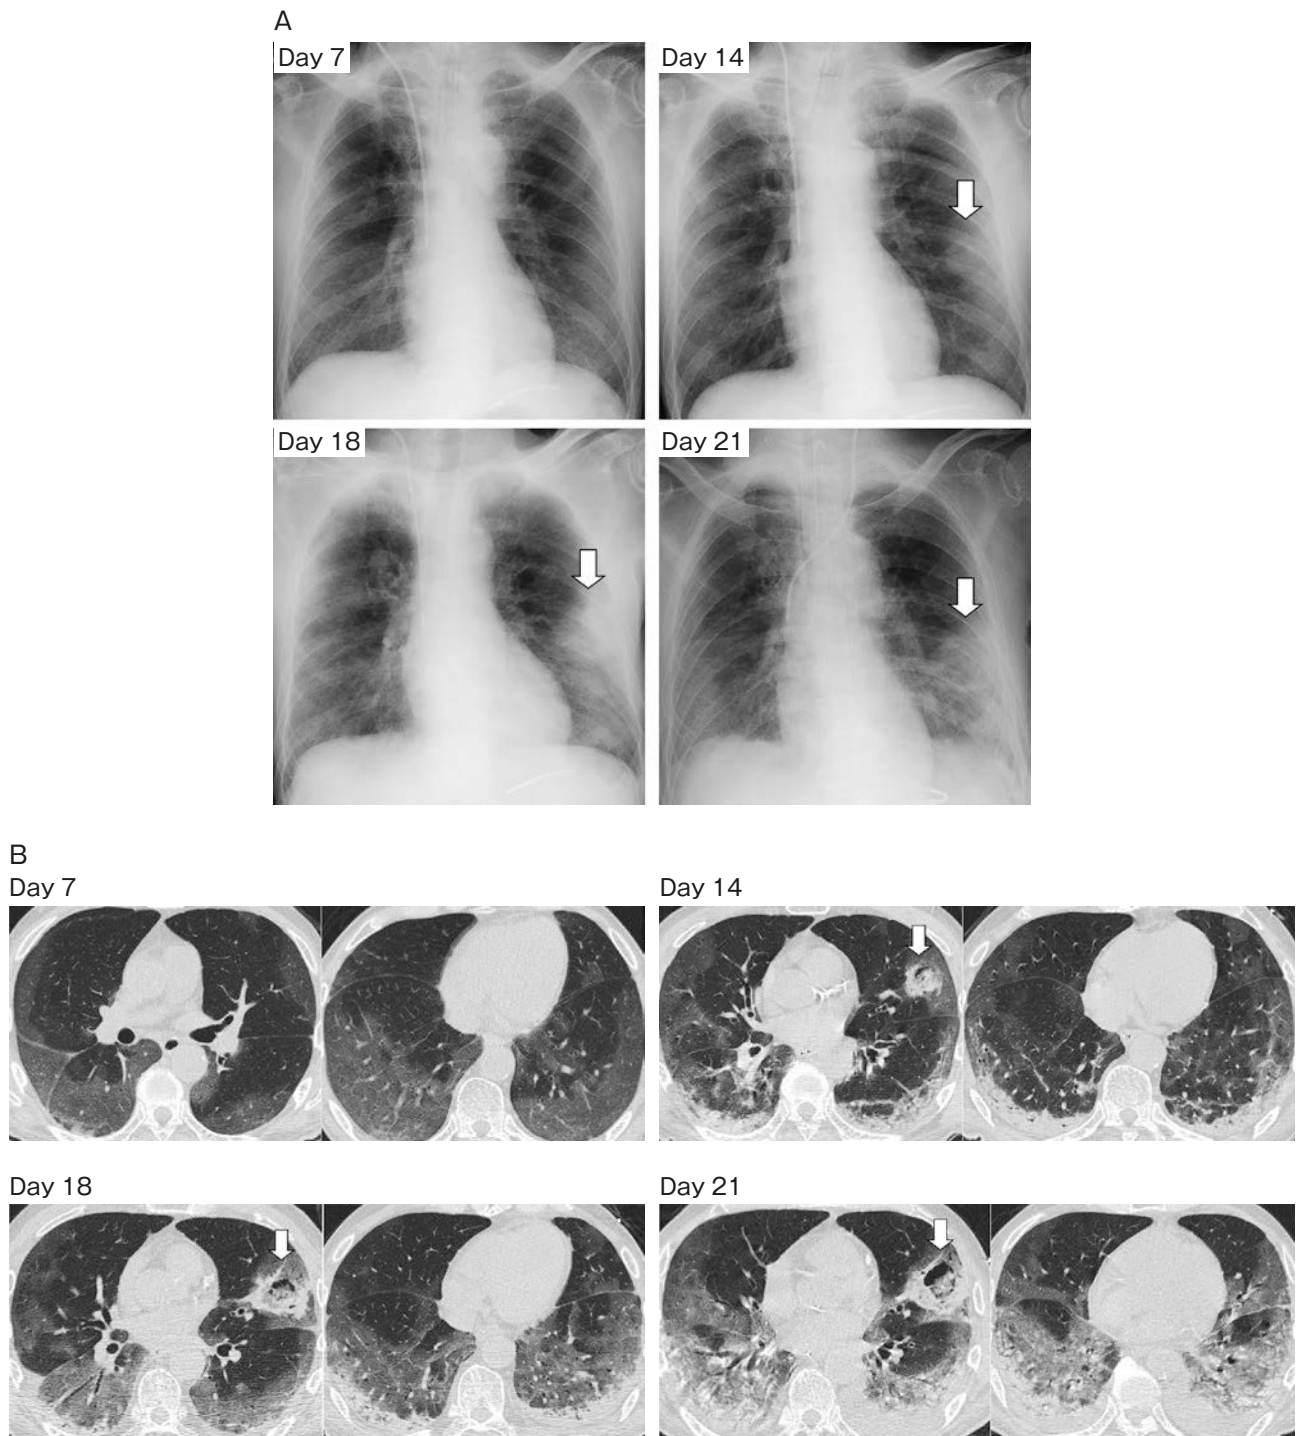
Radiological findings. (A) Chest X-ray findings during the course of hospitalization. Ground-glass opacities in the left middle lung field gradually grew, and cavities were formed (arrows). (B) Chest high-resolution computed tomography (HRCT) findings during the course of hospitalization. Over time, ground-glass opacities gradually grew. Fourteen days following the onset of symptoms, a new mass-like consolidation appeared in the lingular area of the left lung (arrows). The mass-like consolidation gradually expanded and formed cavities.
